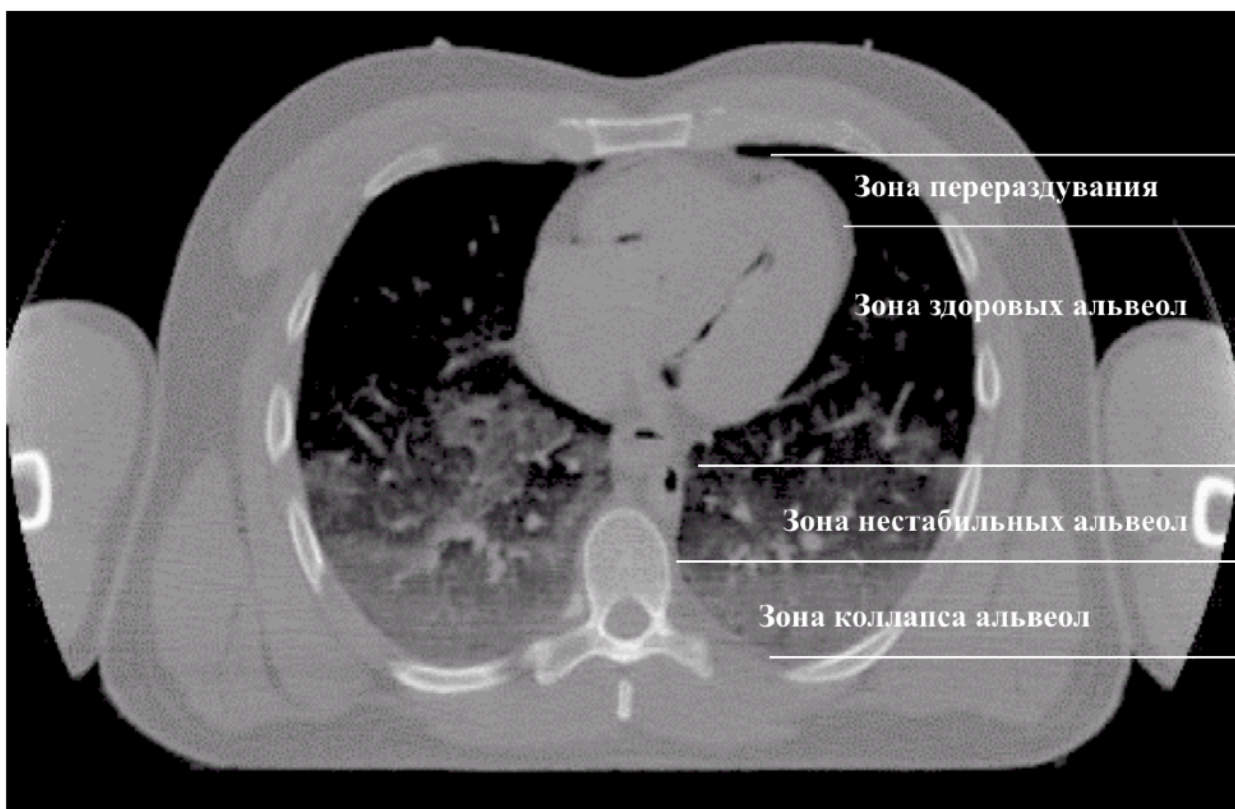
Компьютерная томограмма легких у пациента с ОРДС – зоны
